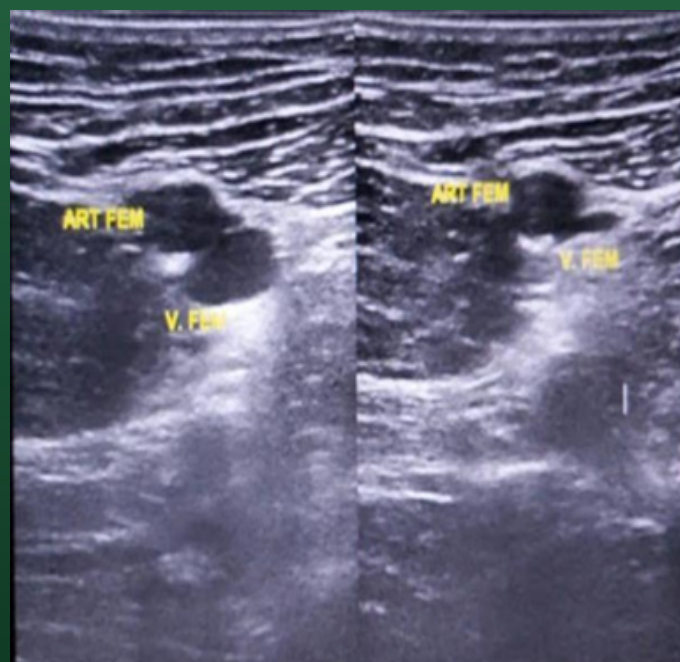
USG de vasos profundos do membro inferior / Teste da compressão da veia femoral. POCUS (Point-Of-Care-Ultrasonography).
